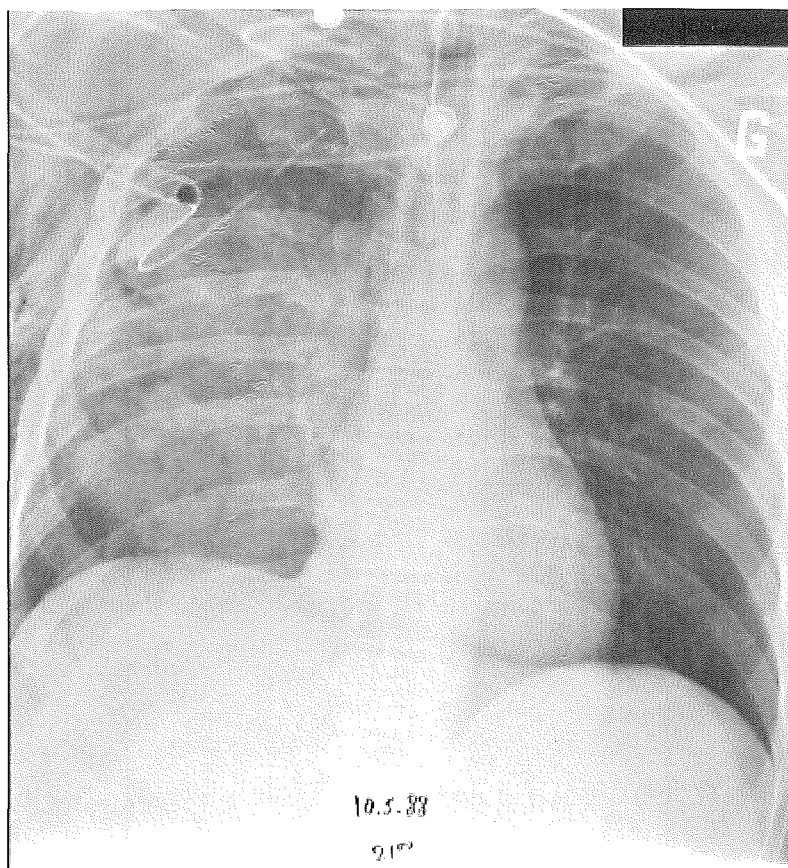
Radiographie de thorax, pneumothorax drainé, poumon non revenu à la paroi (21H)
